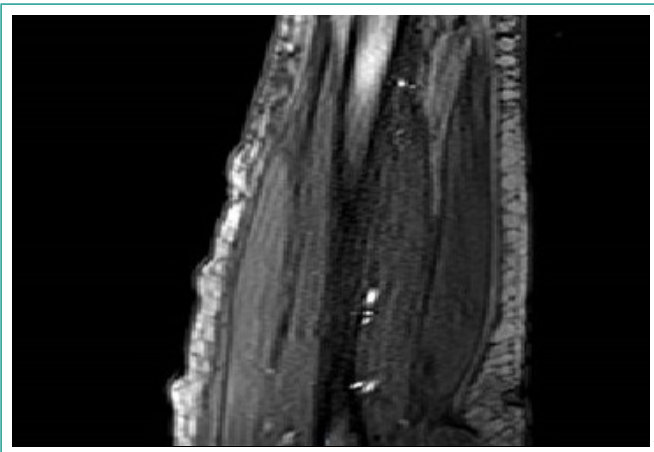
RMN de miembros inferiores bilaterales con contraste. Captación de contraste por musculatura de ambos muslos, sobre todo en tercio superior: compartimento lateral (músculo recto femoral bilateral, sartorio); compartimento medial (musculatura aductora, sartorio, grácil); tenues áreas parcheadas de captación de contraste en musculatura del compartimento posterior. Hallazgos sugestivos de miopatía, con mayor afectación en tercio superior de ambos muslos.
